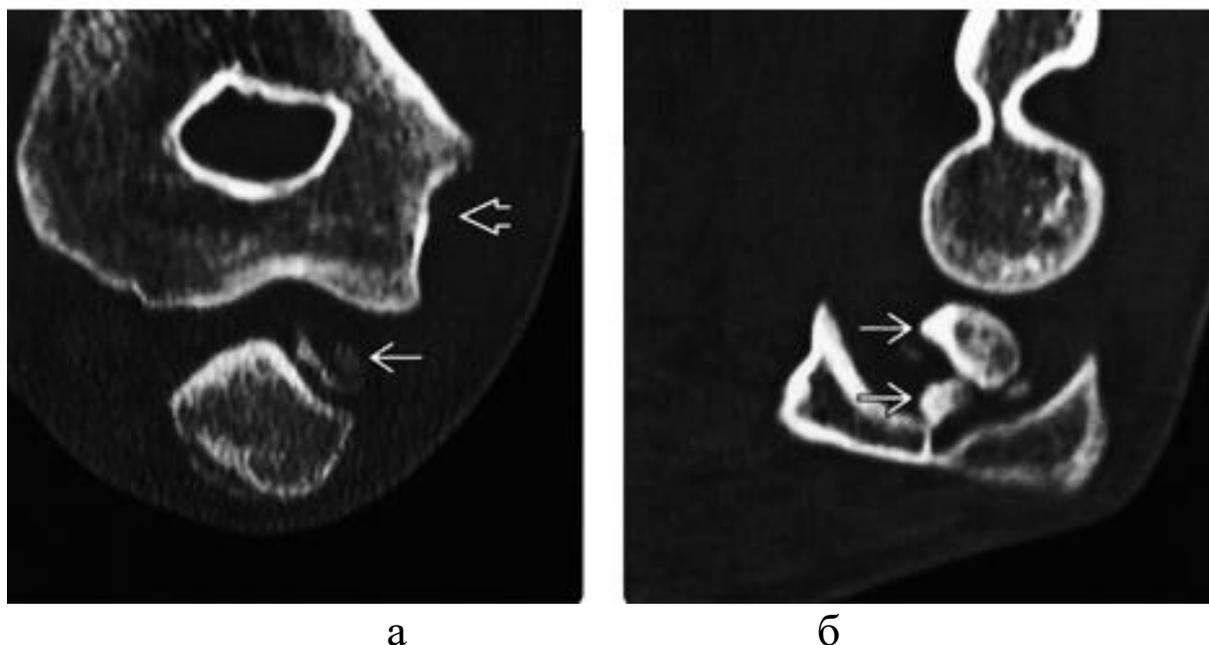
(а.б). Рентгенограмма локтевого сустава в двух проекциях.*
